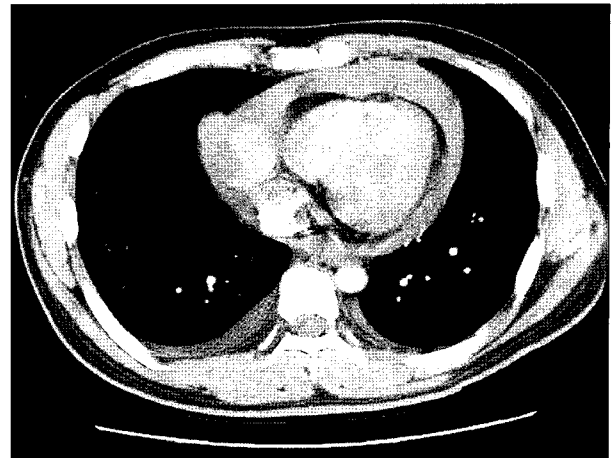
Preoperative chest CT reveals pericardial mass with pericardial effusion.
